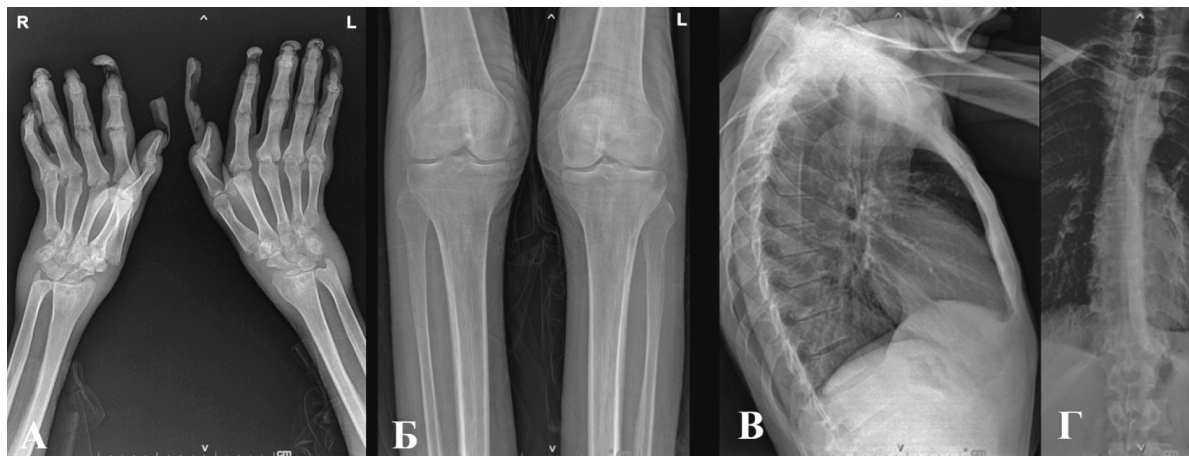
Рентгенологическое обследование пациента: А – кисти в прямой поверхности; Б – коленные суставы в двух проекциях; В, Г – грудной отдел позвоночника в двух проекциях.
